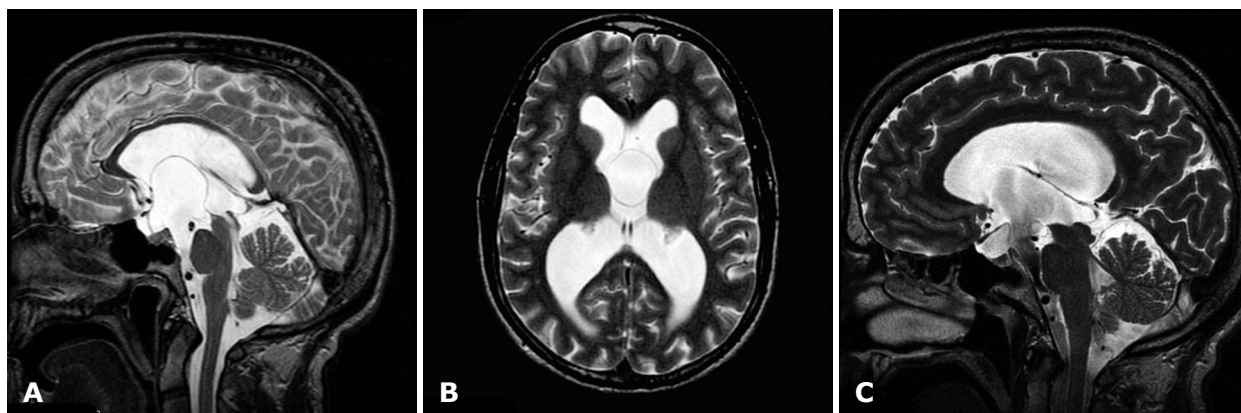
МРТ головного мозку. Ознаки арахноїдальної кісти супраселярної локалізації: А – Т2-зважені зображення в сагітальній площині; В – Т2-зважені зображення в аксіальній площині, С – стан після ендоскопічної ВКЦС у режимі CSF-drive
